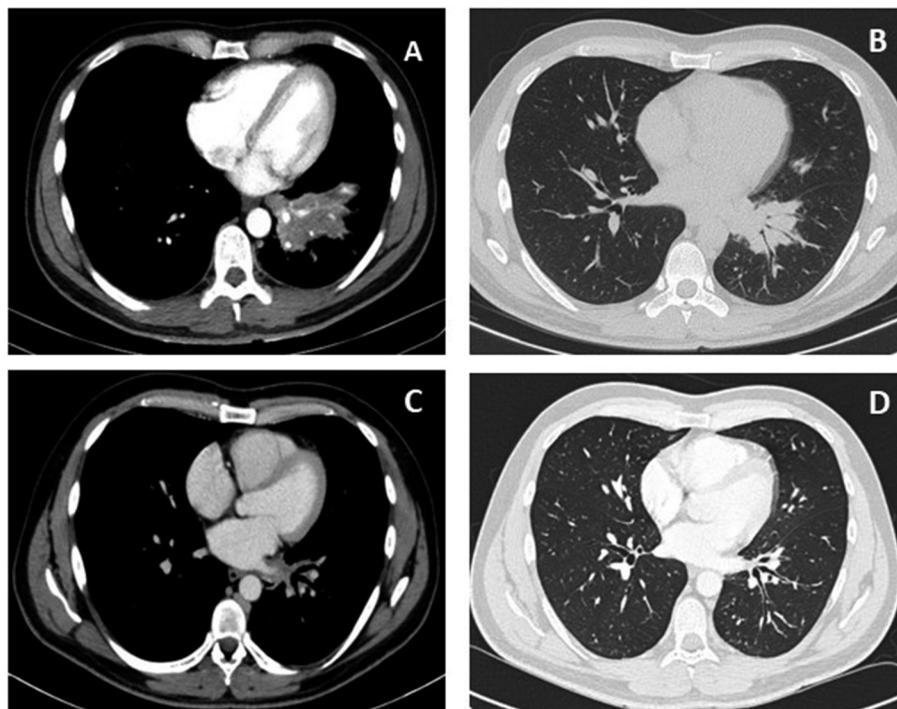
Tomografías de torax. A: Al momento de admisión. B: Primer mes de tratamiento. C: tercer mes de tratamiento. D: sexto mes de tratamiento
